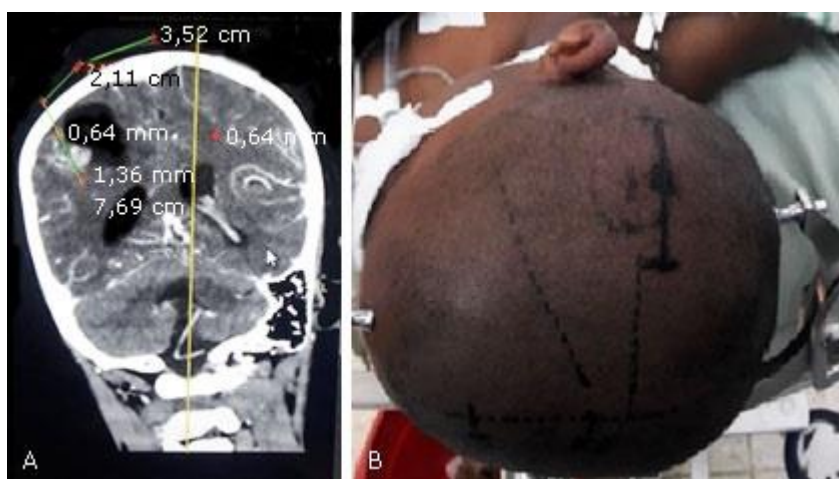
Planificación quirúrgica. A) Planificación en tomografía multicorte, la cual guía la localización exacta el componente nodular. B) Imagen transoperatorio de planificación con correlación antropométrica.
